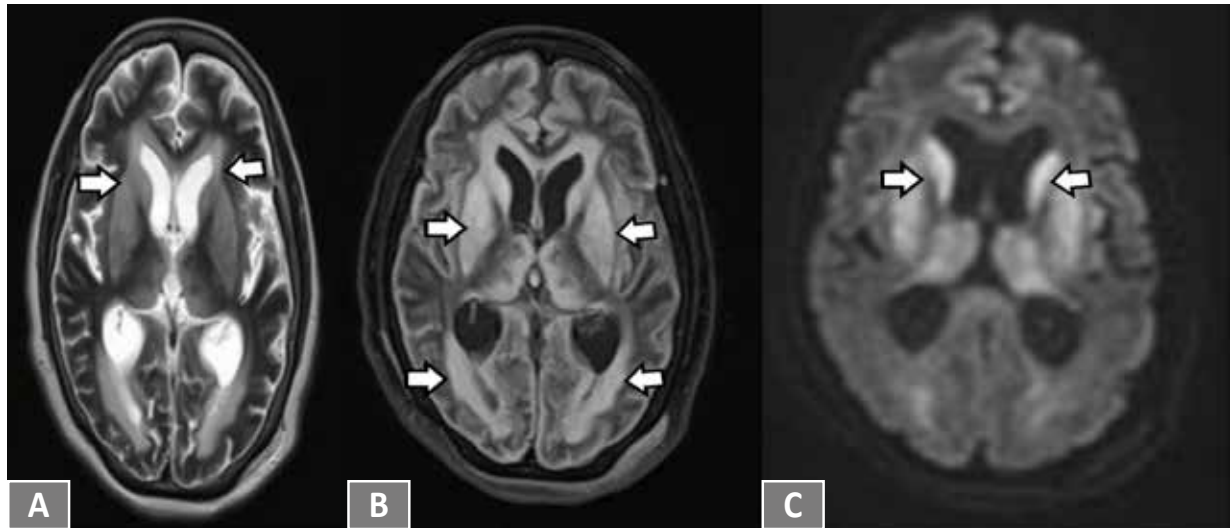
Resonancia magnética. 4A. Ponderación T2, 4B. Secuencia FLAIR, 4C. Secuencia difusión. Hiperseñal en T2/FLAIR simétrica y homogénea de los ganglios de la base hasta la sustancia blanca de ambos hemisferios cerebrales sugestivos de encefalopatía hipóxico isquémica. La secuencia de difusión solo muestra hiperseñal en los ganglios de la base y a nivel paraventricular sugiriendo mayor carácter agudo hipóxico en dichos niveles. Línea media central sin colecciones.
